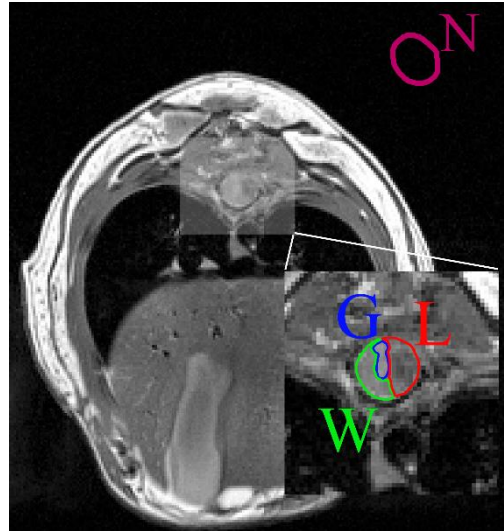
IRM *in vivo* de la moelle épinière de souris (TR = 1200ms): substance blanche (vert, W), matière grise (bleu, G), lésion (rouge, L) et bruit (violet, N).
